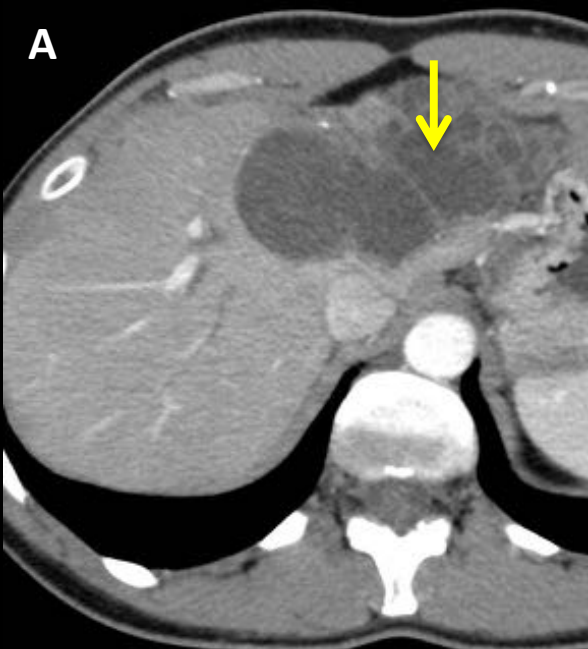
Mujer de 36 años con crisis de colangitis. TC con contraste iv axial (A) y reconstrucción coronal (B). Lesión quística en unión de segmentos II y IV, comunicada con vía biliar dilatada (flechas en A y B). Contenido heterogéneo de mayor atenuación dentro del quiste. RM con secuencias TSE-T2 coronal (C) y axial (D) que confirman lesión quística comunicada con vía biliar (flecha amarilla en C), dilatación de la vía biliar (flecha naranja en D) y el contenido heterogéneo intraquístico. Colédoco de calibre normal (flecha azul).
